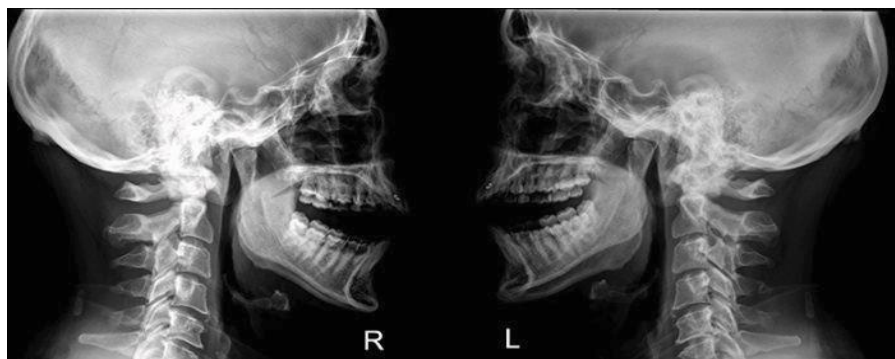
Рентгенография височно-нижнечелюстного сустава
